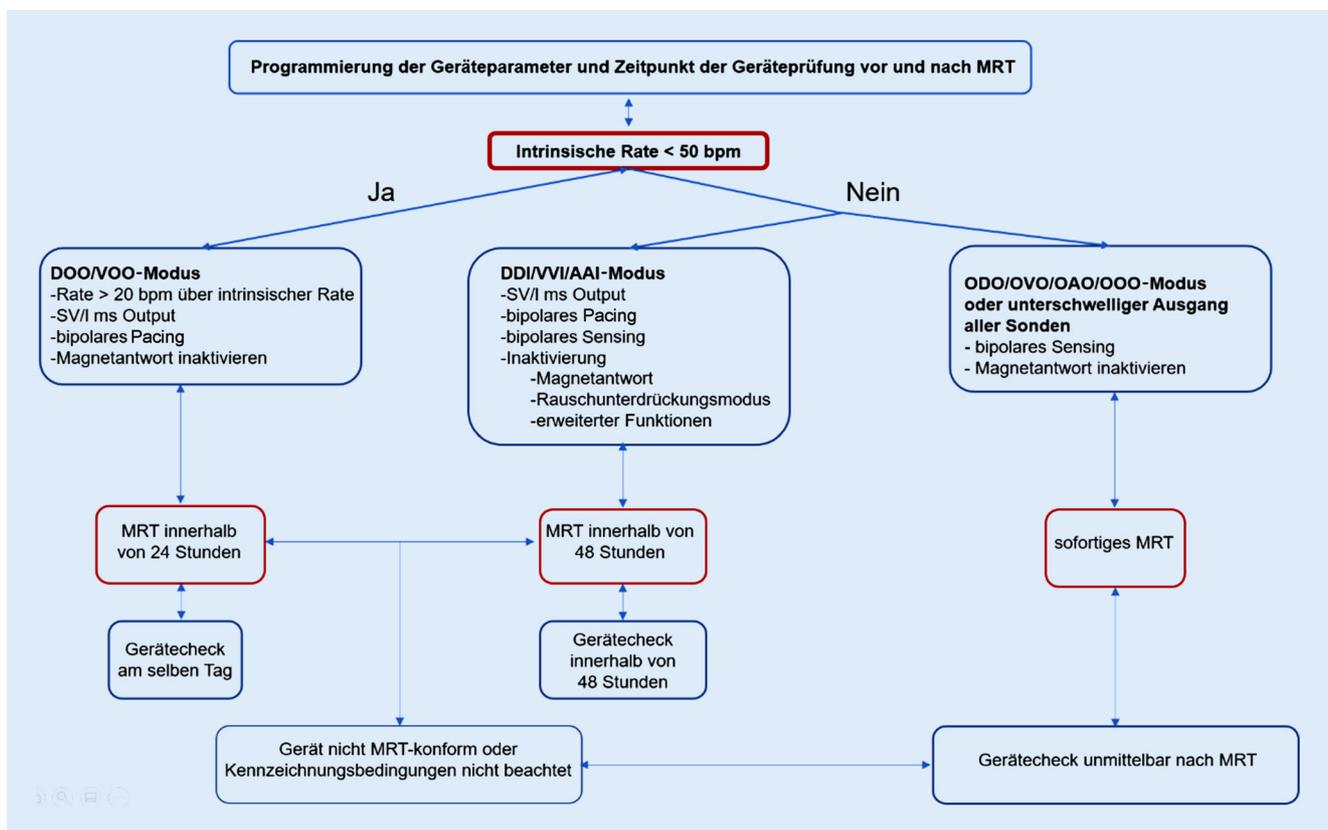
▲ Programmierung und Geräteprüfung vor und nach MRT
